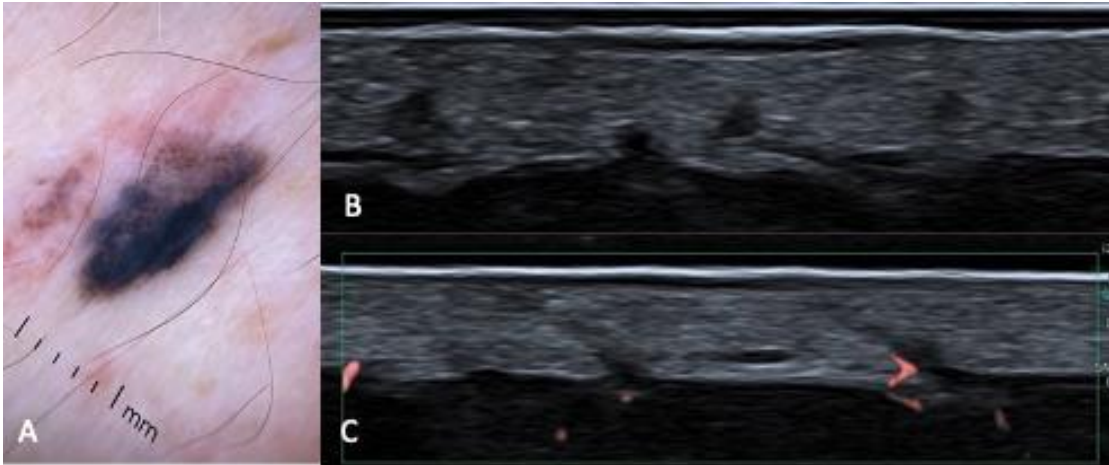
Melanoma invadivo, Breslow 0,6 mm. A. dermatoscopia, B. ultrassonografia no modo B mostrando lesão em placa subepidérmica, hipocogênica e homogênea e C. sem vascularização ao Doppler .
